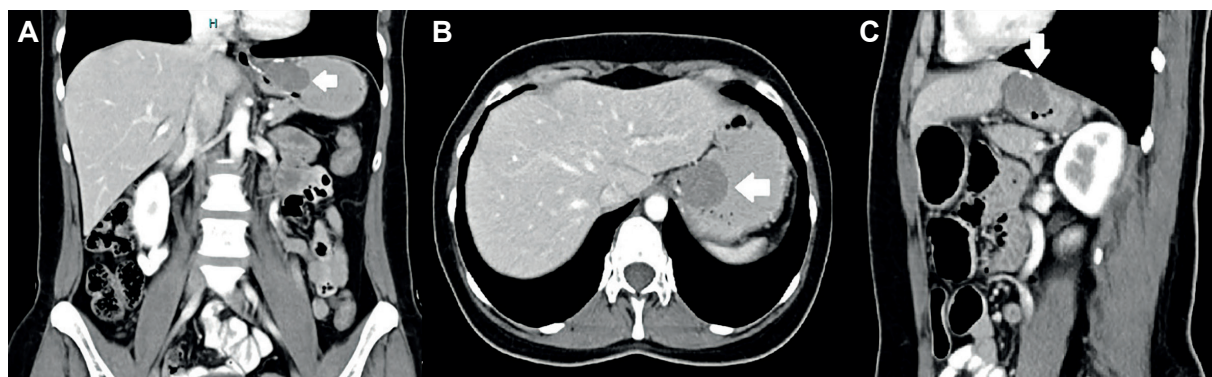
Tomografía computarizada de abdomen con contraste donde se aprecia una lesión cardial y subcardial, de crecimiento endoluminal (flechas blancas). A. Corte coronal, B. Corte axial y C. Corte sagital.
